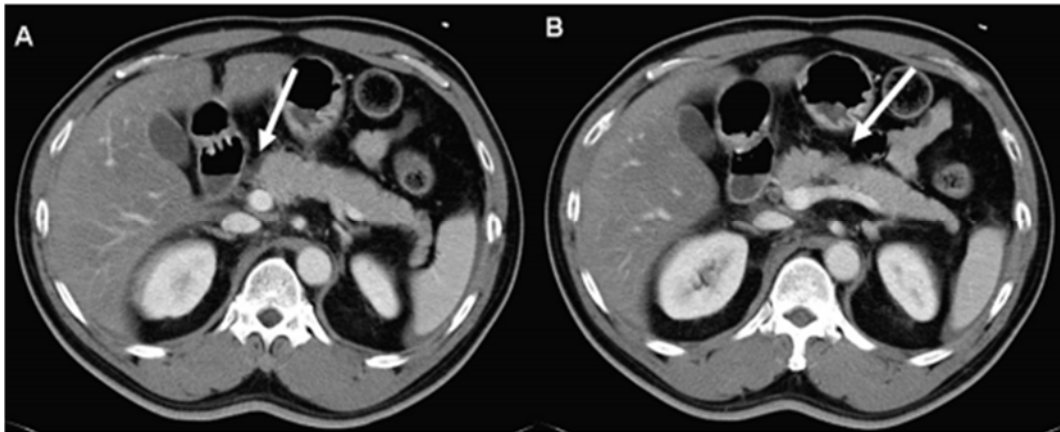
Coupes axiales de la TDM montrant une contusion superficielle du pancréas A : au niveau de la tête B : au niveau du corps du pancréas (flèches) (29)
